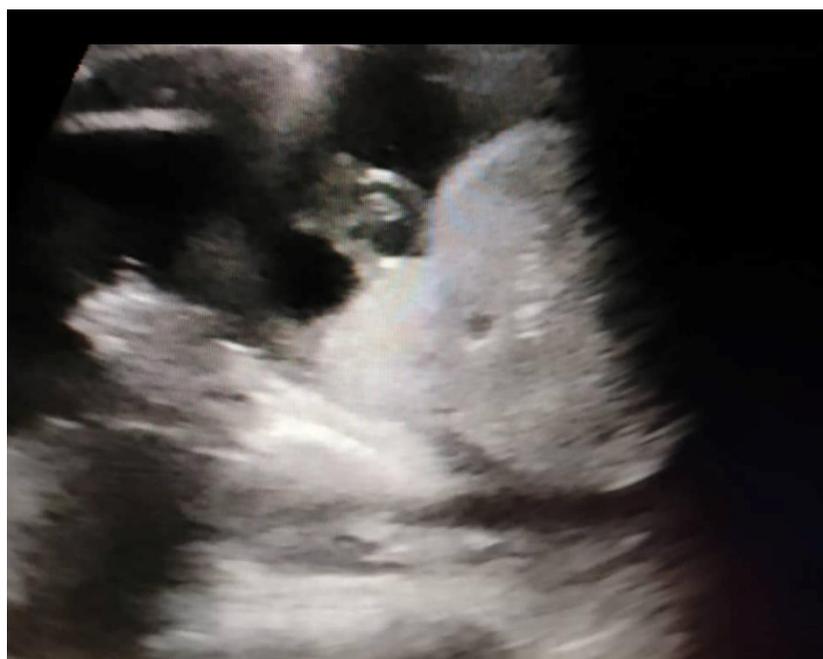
Image échographique mettant en évidence sur une coupe transversale l'insertion du cordon sans coloration au doppler pulsé.
